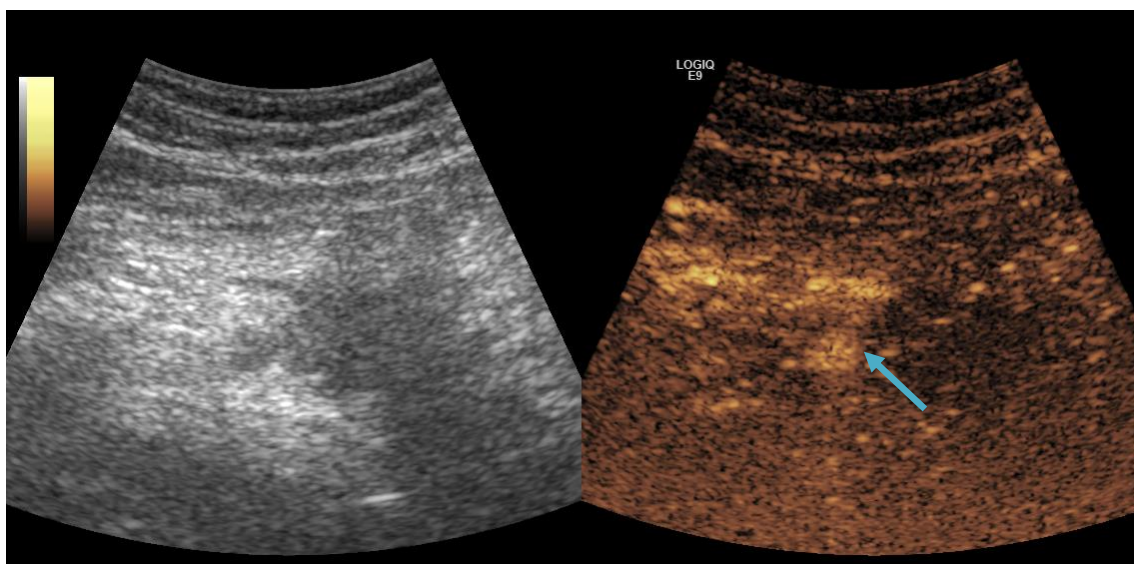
Пациентка Л., 68 лет. УЗИ органов брюшной полости в В-режиме и с контрастным усилением. При контрастировании визуализируются более четкие границы опухоли по отношению к ВБА и окружающим тканям.
